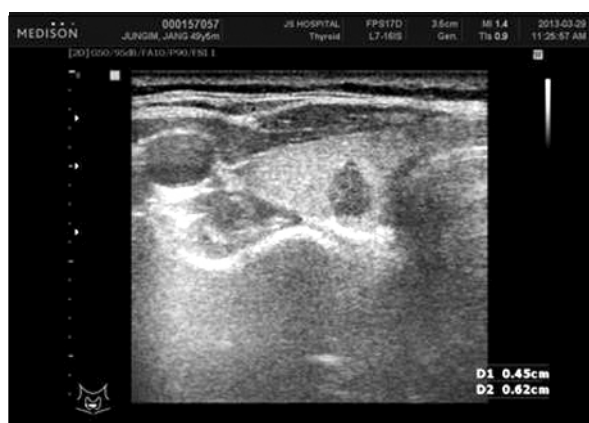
Neck sonography shows round shape hypoechoic thyroid nodule which is probable PTC lesion.
